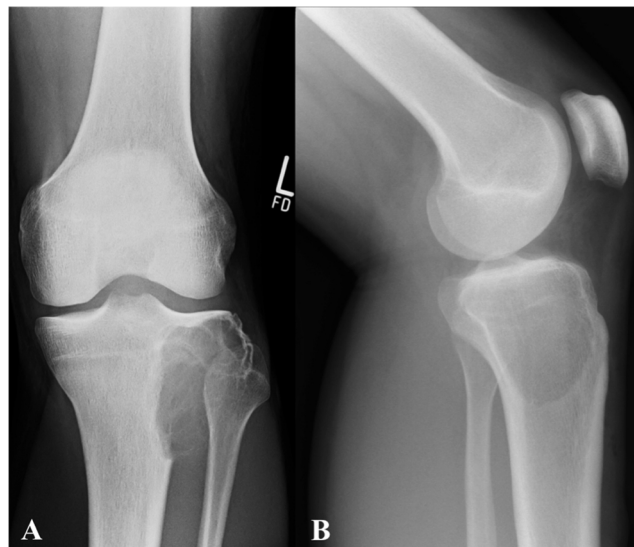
Radiographies standards de face (A) et de profil (B) du genou gauche. Lésion ostéolytique (épimétaphysaire) de l'extrémité supérieure du tibia, excentrée, bien limitée, sans calcification intralésionnelle ni sclérose périphérique évoquant une tumeur osseuse primitive
